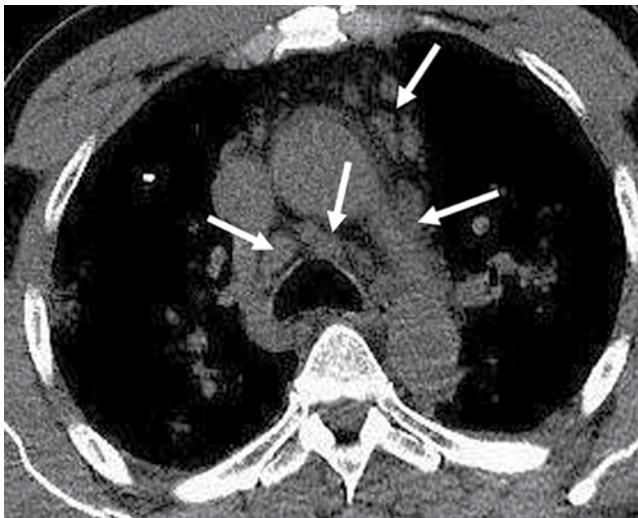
КТ грудной клетки, аксиальный срез – увеличение паратрахеальных и паравазальных узлов (указано белыми стрелками)
